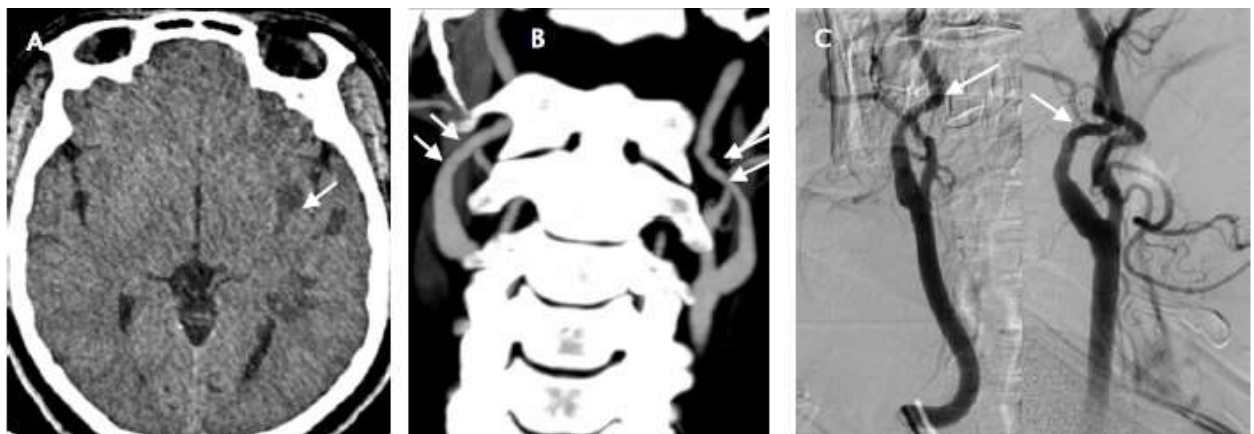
TDM cérébrale en contraste spontané (A), angioscanner des TSA (B), angiographie diagnostique (C) : AVCI sylvien superficiel gauche chez une patiente jeune de 40 ans admise dans le cadre d'une alerte AVC, avec individualisation d'un aspect irrégulier des artères carotides internes, fait d'une succession de sténoses et dilatations, réalisant une apparence en « collier de perles », évoquant une dysplasie fibromusculaire.
